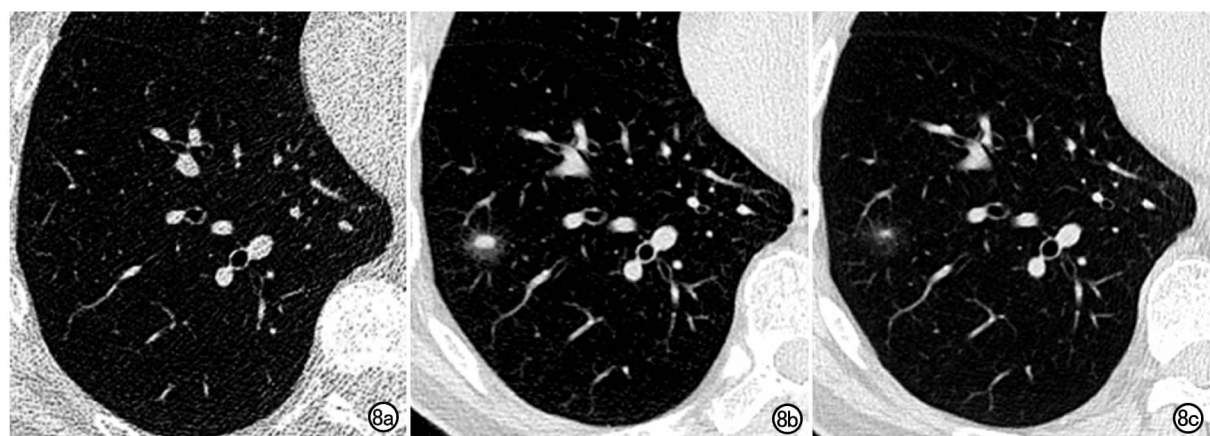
a) 基线筛查右肺下叶未发现结节, 阴性; b) 第 1 年年度重复筛查右下肺新发 $14.0\text{ mm} \times 12.0\text{ mm}$ 部分实性结节 (实性成分 $7.5\text{ mm} \times 5.5\text{ mm}$), 属于阳性结果, 建议抗炎治疗 1 个月后复查; c) 1 个月后 CT 复查示结节部分吸收, 提示炎症。
